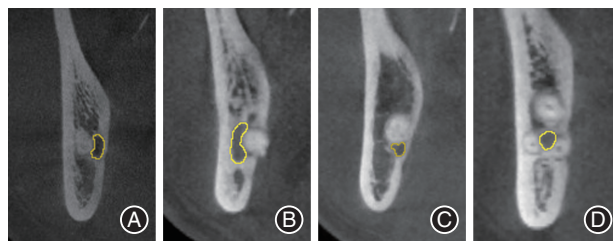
下颌管(IAC)与下颌第三磨牙(M3M)牙根位置分类的锥形束CT(CBCT)冠状面图像 A:IAC位于M3M牙根的舌侧;B:IAC位于M3M牙根的颊侧;C:IAC位于M3M牙根下方;D:IAC位于M3M牙根之间。
